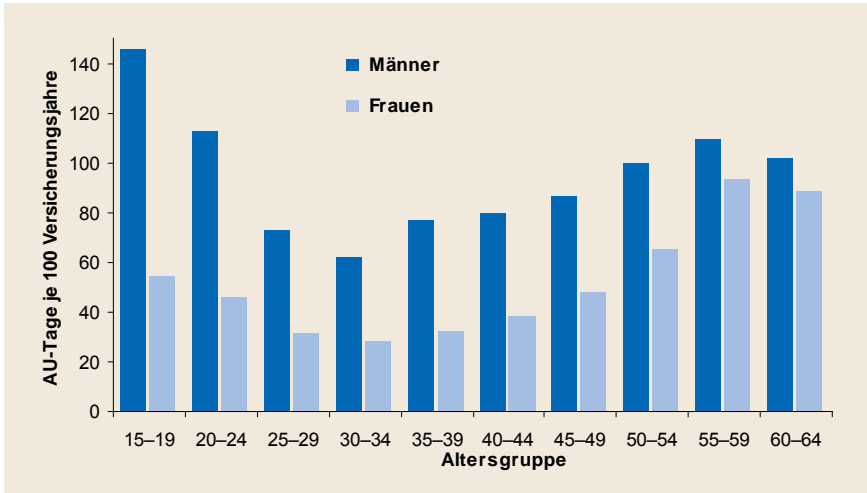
(Erwerbspersonen TK 2011)
